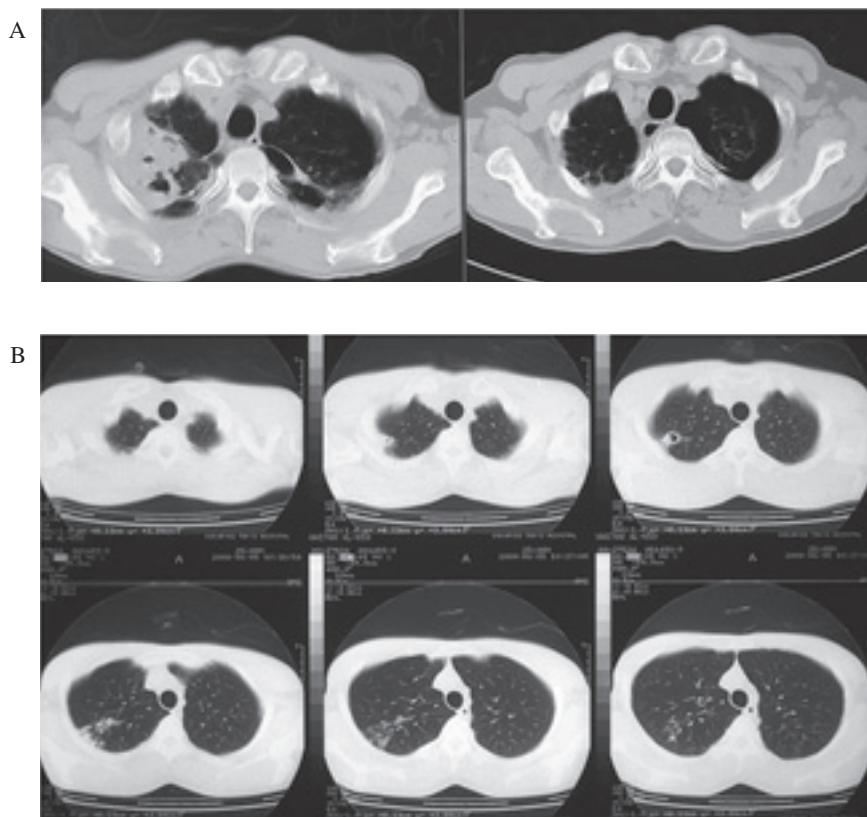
Chest radiography of *M.xenopi* cases.
